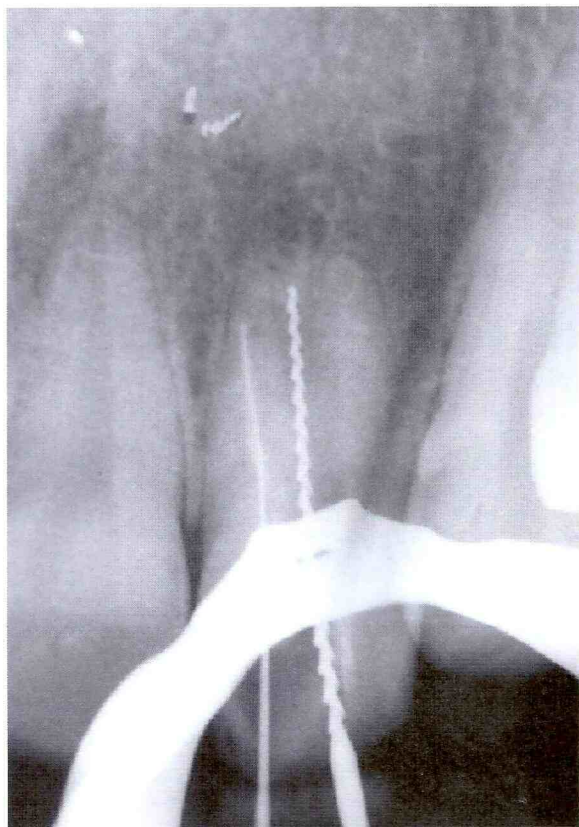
Radiografia de odontometria.
